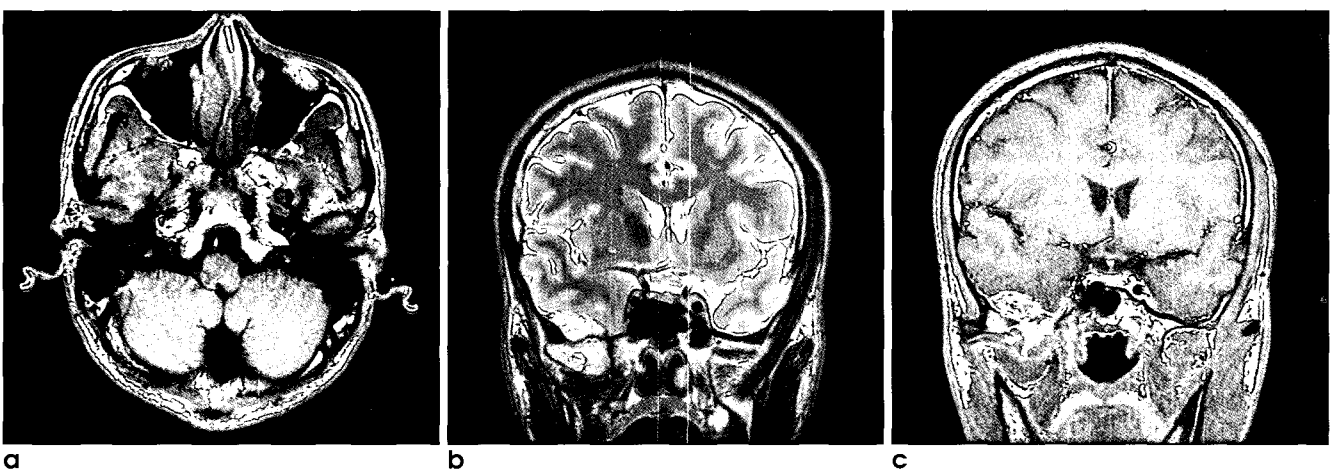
a-c. T1-weighted MR images (a) show iso-intense mass in right sphenoid bone which strongly enhances after contrast enhancement (c). The mass was composed of slightly high-intense solid portions and multiple internal cystic portions on T2-weighted image (b).
